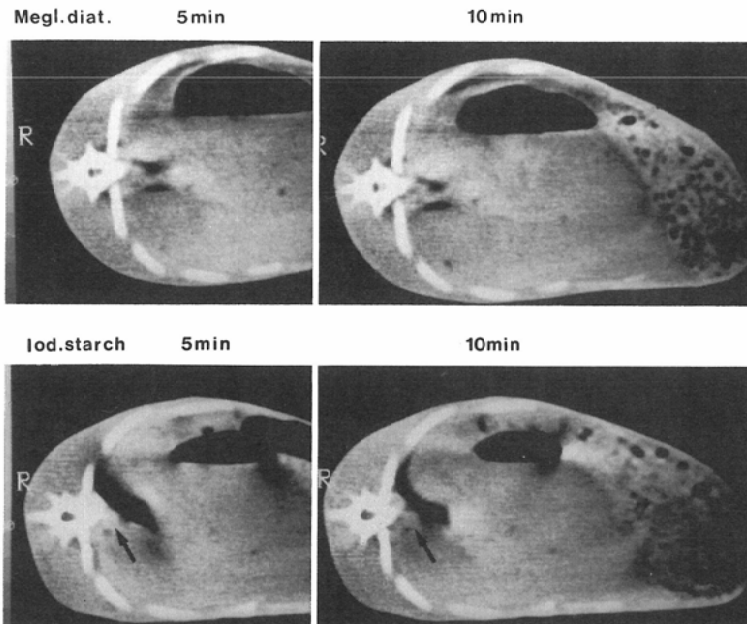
CT images of rabbit aorta taken at 5 and 10 minutes after the completion of intravenous injection of contrast media (480mgI), meglumine diatrizoate (upper-half), I-ES: Iod. starch (lower-half). The aorta, 5 minutes after the injection of I-ES, is well opacified (arrow), as compared with that of meglumine diatrizoate.
